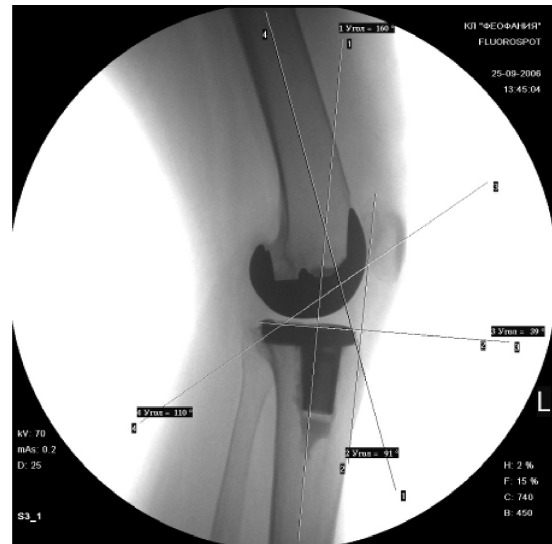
Рентгенограма лівого колінного суглоба *хв-го Л*, 69 р. – ендопротез суглоба
